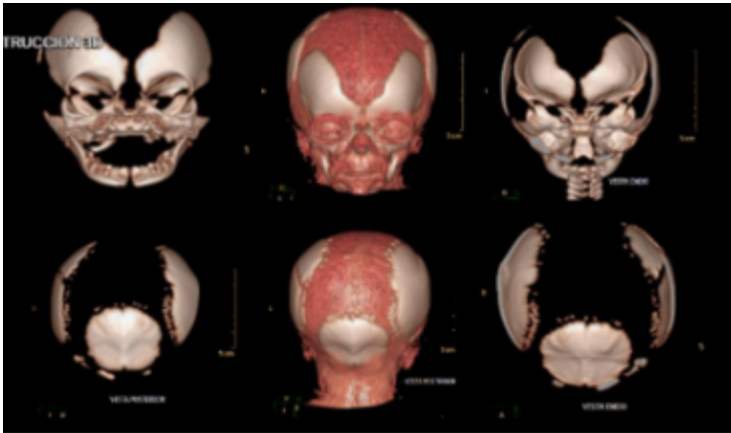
TAC de cráneo con reconstrucción tridimensional de cráneo que evidencia marcada ausencia de osificación de los huesos craneales, aumento de la amplitud de las suturas y fontanelas, así como falta de fusión de la sutura metópica.
